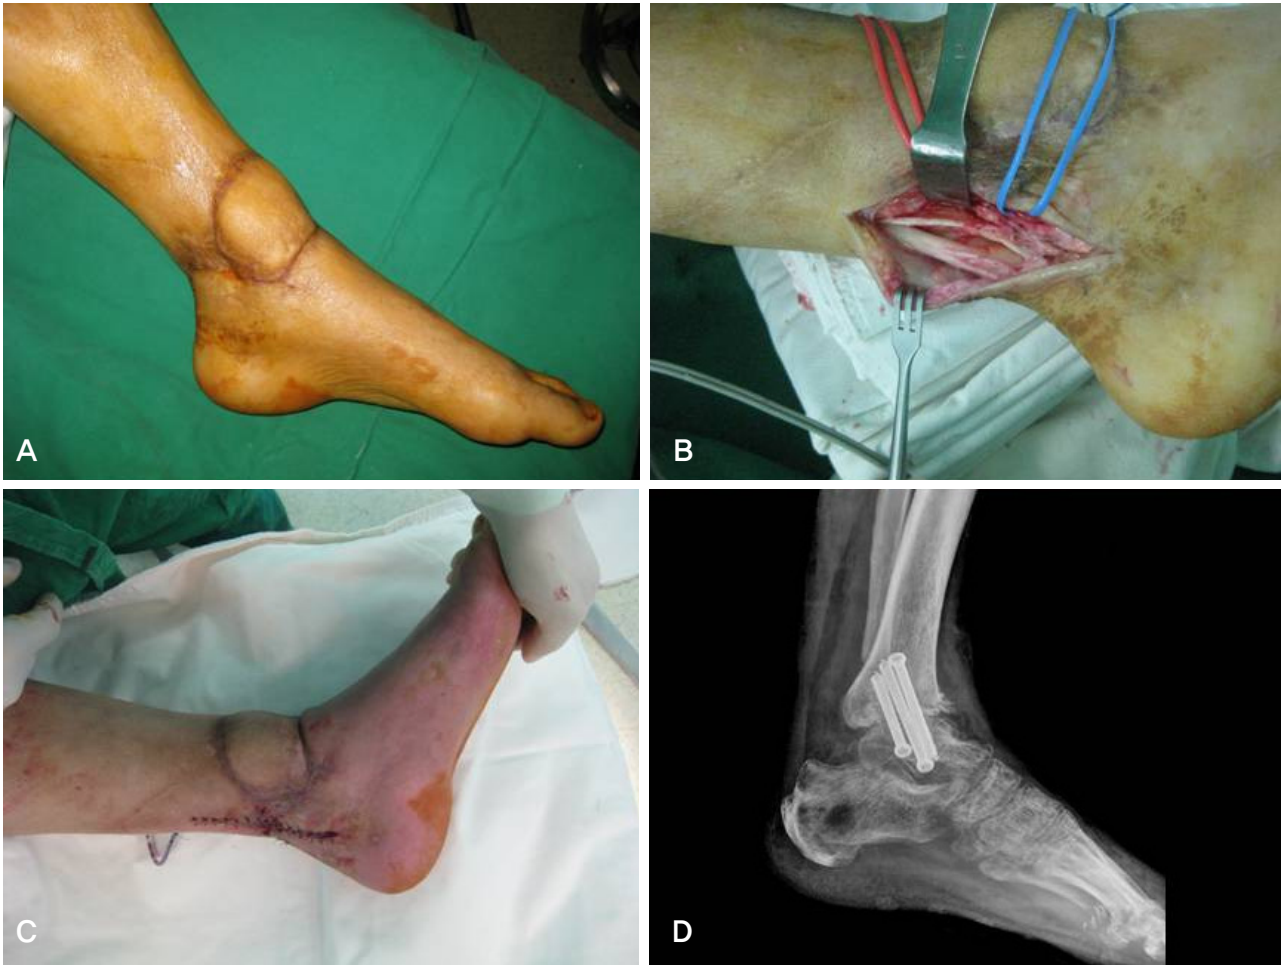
(A) After 12 months of trauma, a clinical photograph of 51 year old man showing equinus deformity. (B) After identifying the tibial nerve, Achilles tendon was exposed. (C) After the soft tissue adhesiolysis, the equinus deformity was corrected for about 45 degrees. (D) After 1 months of arthrodesis, an ankle lateral radiograph showing bone union is in progress.
